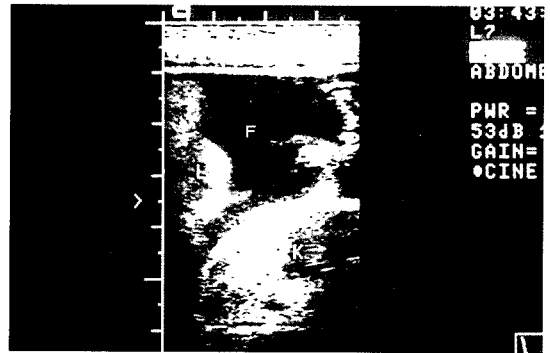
Abdominal sonography shows large fluid collection (F) between the liver (L) and right kidney (RK) in the peritoneal cavity.
